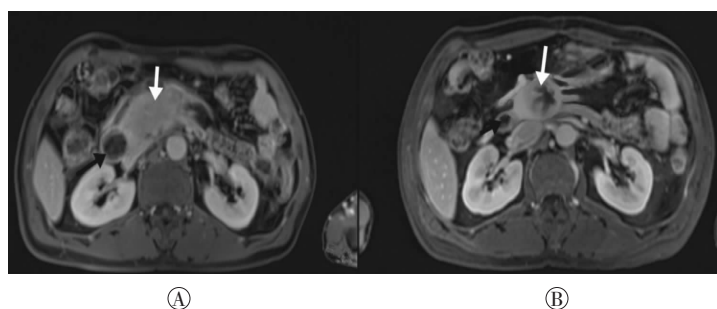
$^{125}\text{I}$  粒子植入前后晚期胰腺癌患者的 MRI 影像图 患者男性, 53 岁, 图中, A:  $^{125}\text{I}$  植入前的图像; B:  $^{125}\text{I}$  植入后 1 个月的图像, 白箭头指示植入部位肿瘤逐渐缩小, 黑箭头指示十二指肠降段压迫梗阻缓解。
